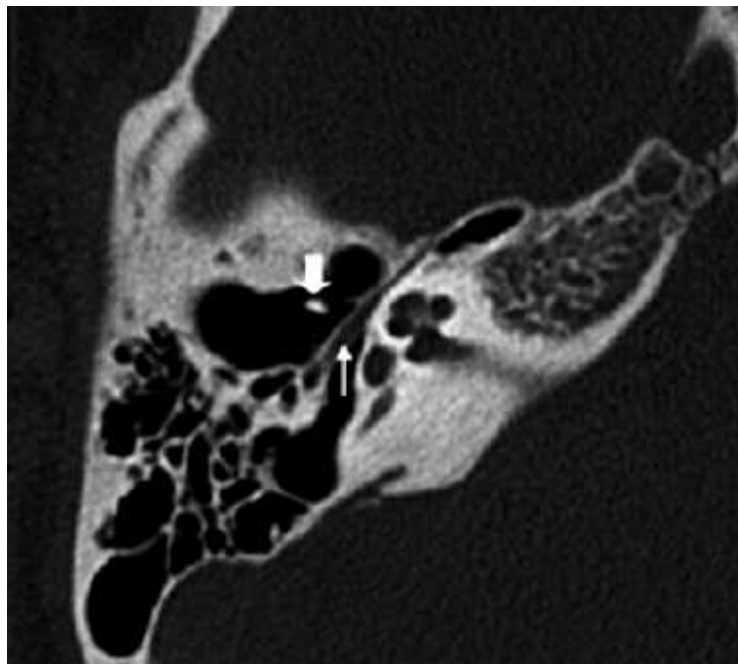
Imagen axial de TC en la que aparece un segmento timpánico del nervio facial en posición baja (*flecha blanca*) en la cavidad del oído medio. Obsérvese el mango del martillo (*flecha blanca gruesa*) en el tímpano.
